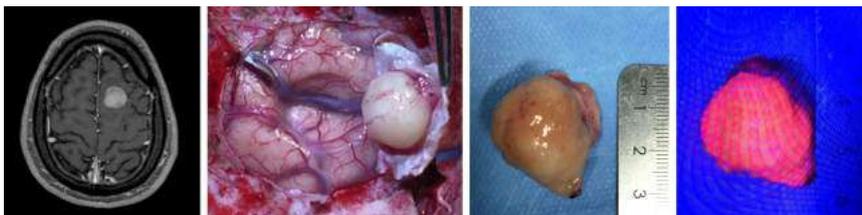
meningioma. A. imagem T1 pós-contraste da RM evidenciando lesão nodular parasagital frontal esquerda; B. intraoperatório com remoção Simpson I; C e D. status do tumor sem e com a fluorescência 5-ALA positivo.
